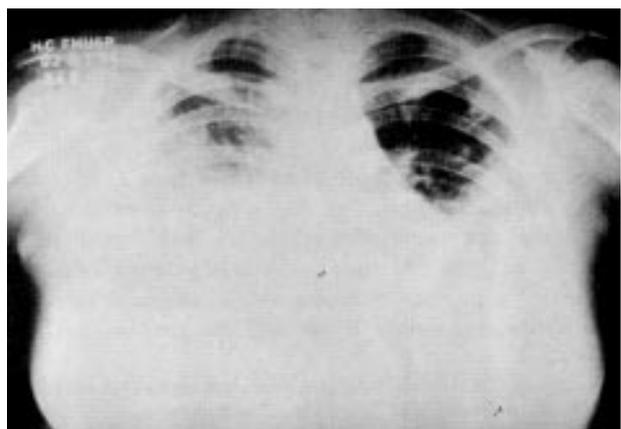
Radiografia do tórax revelando derrame pleural e formações cavitárias bilaterais.
